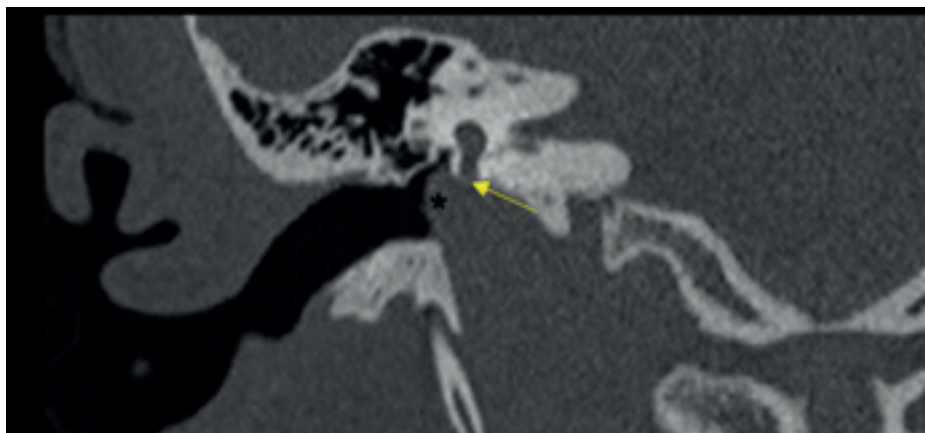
Bulbo yugular derecho alto y dehiscente. TC de peñascos, corte coronal. Se objetiva el bulbo yugular alto y dehiscente que protruye hacia la cavidad timpánica y oblitera la ventana redonda (flecha amarilla). Fuente: imagen obtenida del archivo del paciente.
